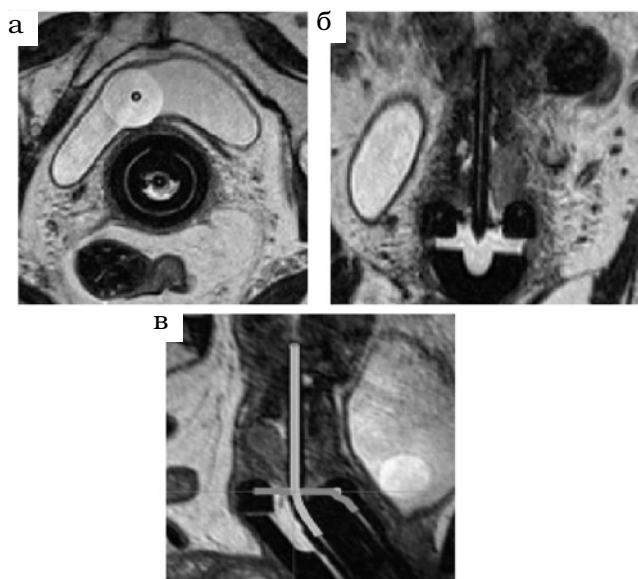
Реконструкция пластикового аппликатора в 3D МРТ исследовании (серия SPACE). Пластиковые катетеры, заполненные жидкостью, полученной из кожных маркеров МРТ (MR-SPOTS Beekley) введены в tandemный и кольцевой аппликаторы. (а) пара-трансверсальное изображение на уровне кольцевого канала, (б) пара-корональное изображение, (в) пара-сагиттальное изображение с реконструированным tandemным и кольцевым аппликаторами. Черный участок изображения от кольца и направляющей tandemного аппликатора виден в районе вагины. Путем поворота аппликатора из библиотеки в соответствии с этими направляющими кольцо будет размещено в верной позиции
